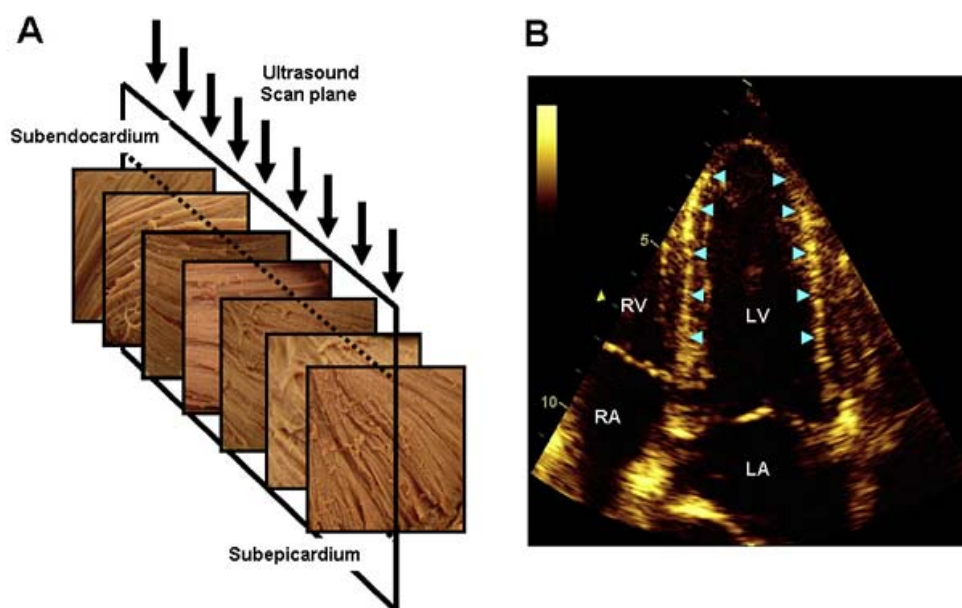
心肌纤维走行方向的跨壁变化及联系 (A) 和超声心动图上斑点的特点 (B)。心肌纤维的方向在心内膜下为右 (R) 旋, 心外膜下心肌为左 (L) 旋。中层心肌主要由环形的心肌组成。因此, 在心尖四腔切面 (A) (箭头) 上, 超声束的方向与中层环形排列的心肌垂直。与超声束方向垂直的 LV 壁区域产生明亮的斑点, 在室间隔和 LV 侧壁很容易看到 (B) (箭头)。LA, 左心房; RA, 右心房; RV, 右心室。
